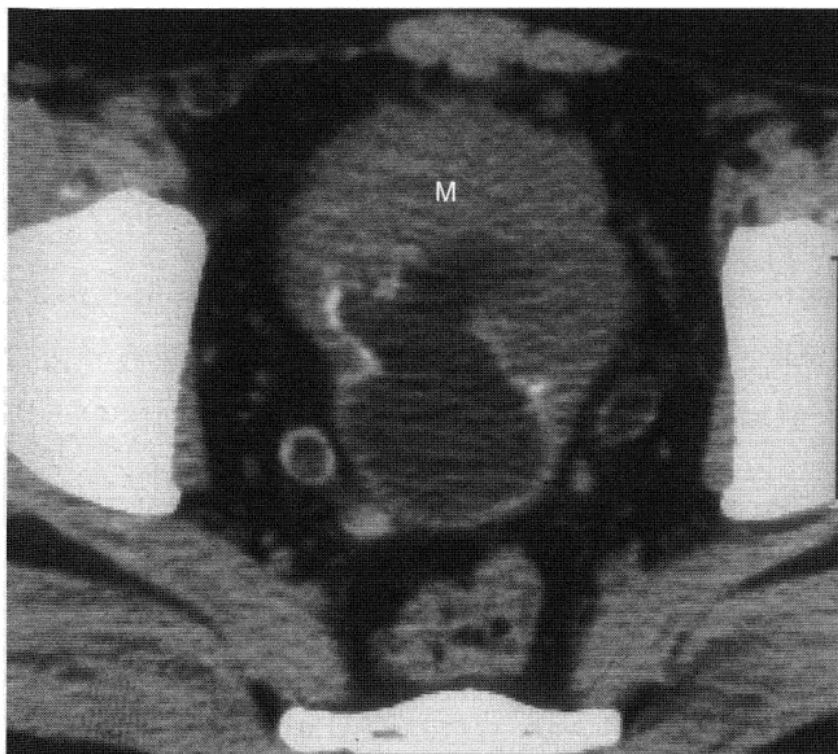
41 岁男性，血尿。CT 显示膀胱壁和远端输尿管钙化，典型血吸虫病，临床确诊。此外，在膀胱前和左外侧壁有一个大的软组织肿块(M)，活检证实为鳞状细胞癌。(Courtesy of associate professor Hakan Jorulf, Uppsala, Sweden)
